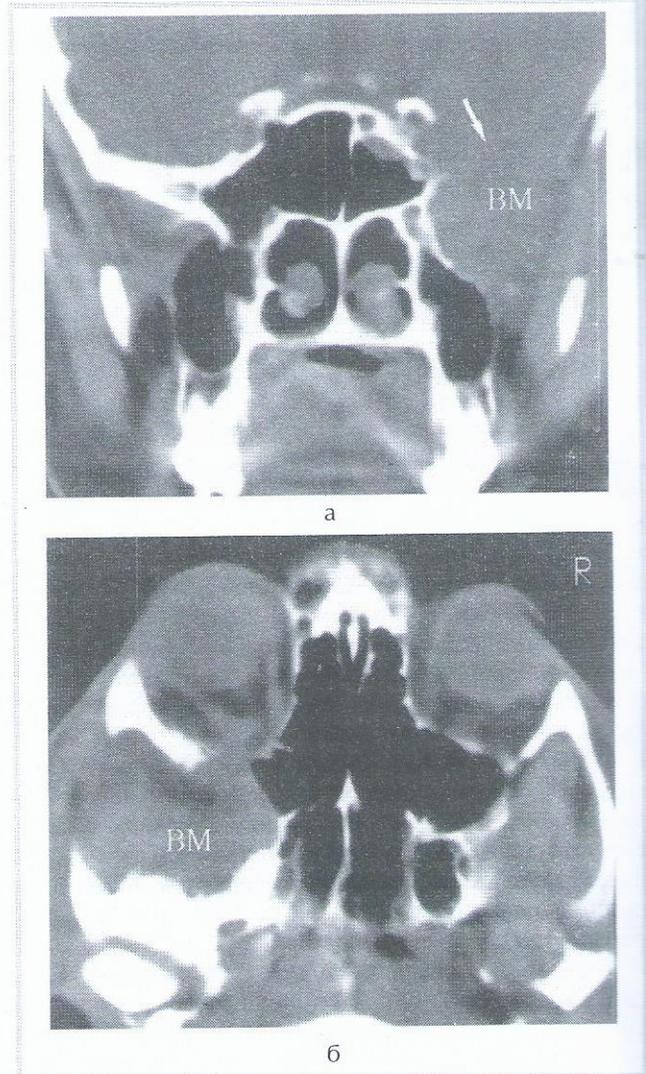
Компьютерные томограммы больной Н. после радикального удаления фиброзной дисплазии основания черепа.
